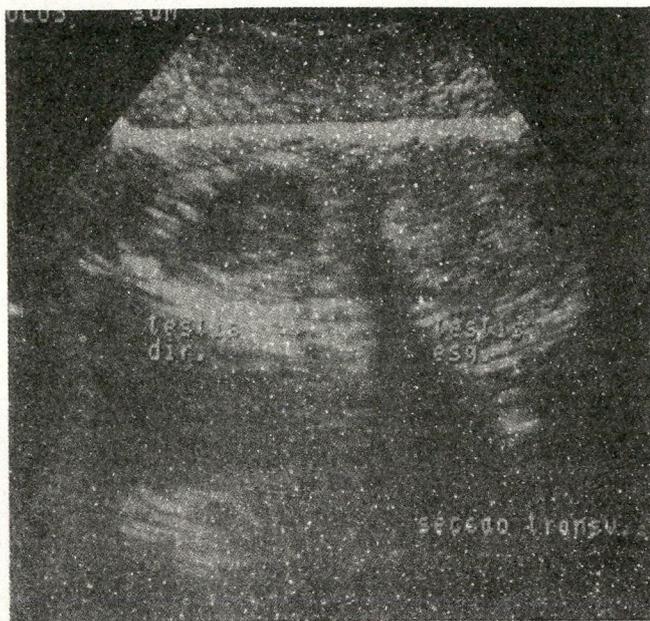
Transverse sonogram reveals a right testicular cyst that is being easily demonstrated.
